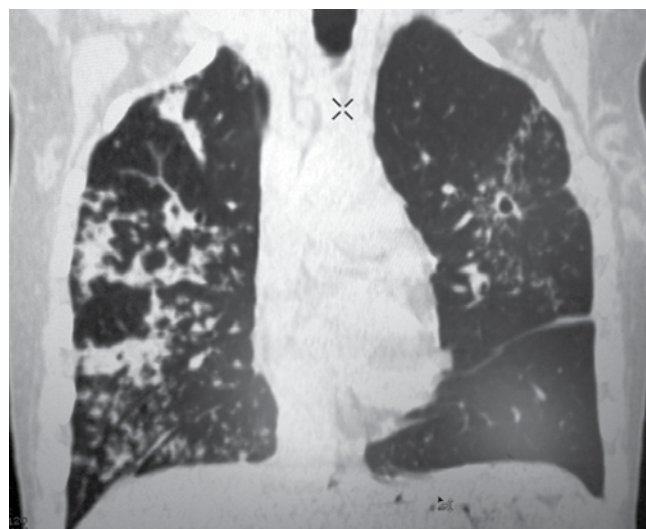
Срез СКТ органов грудной клетки больной П. на 10-е сут после родов
